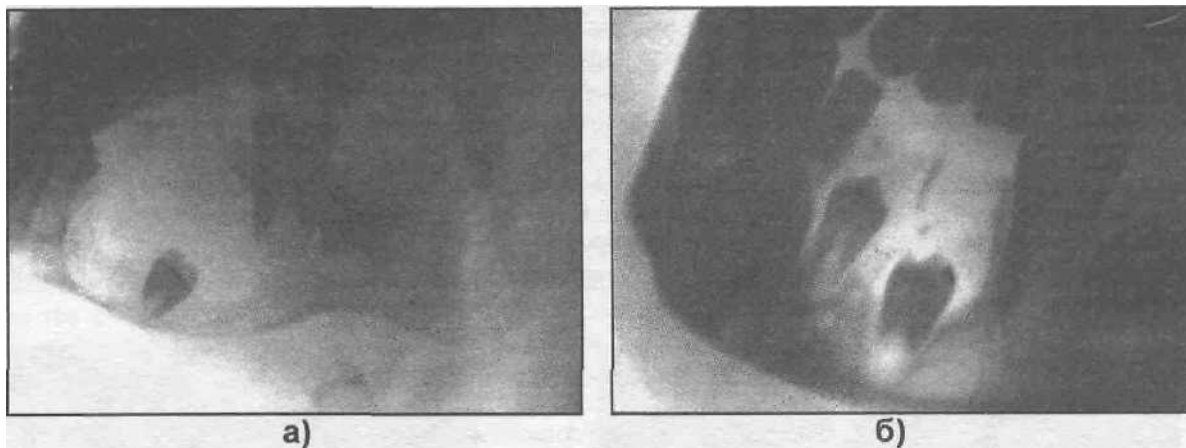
Рентгенограммы нижних челюстей детей с фолликулярными кистами (а, б). Множественные фолликулярные кисты (от фолликулов четвертого и пятого зубов) - б.
